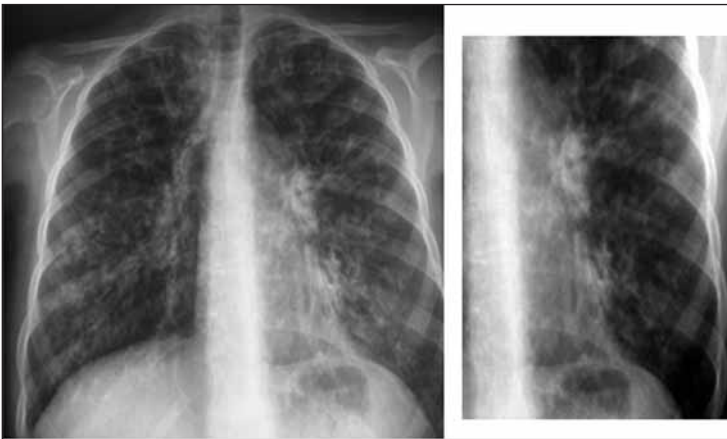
Radiografía simple. Bronquiectasias. Aumento de la trama broncovascular. Pérdida de definición de los vasos por fibrosis peribronquial.
